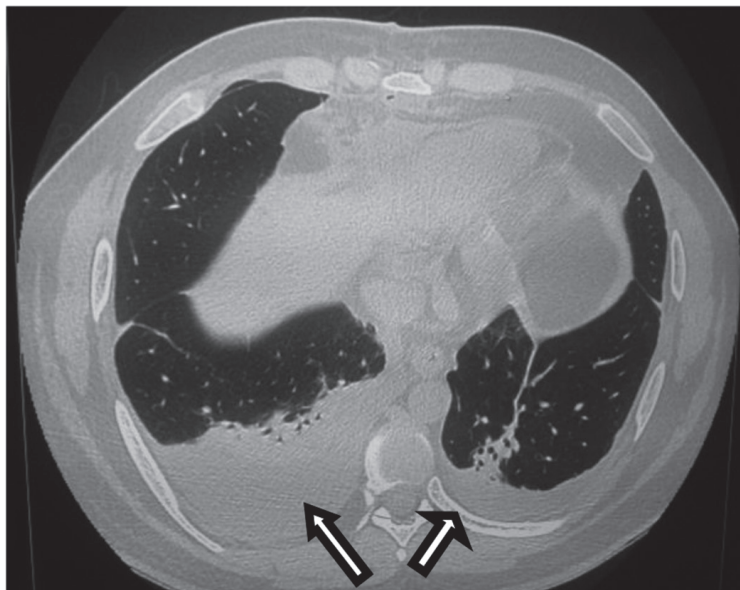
Tomografía de tórax corte axial. Infiltrado parenquimatoso basal bilateral con presencia de broncograma aéreo.
